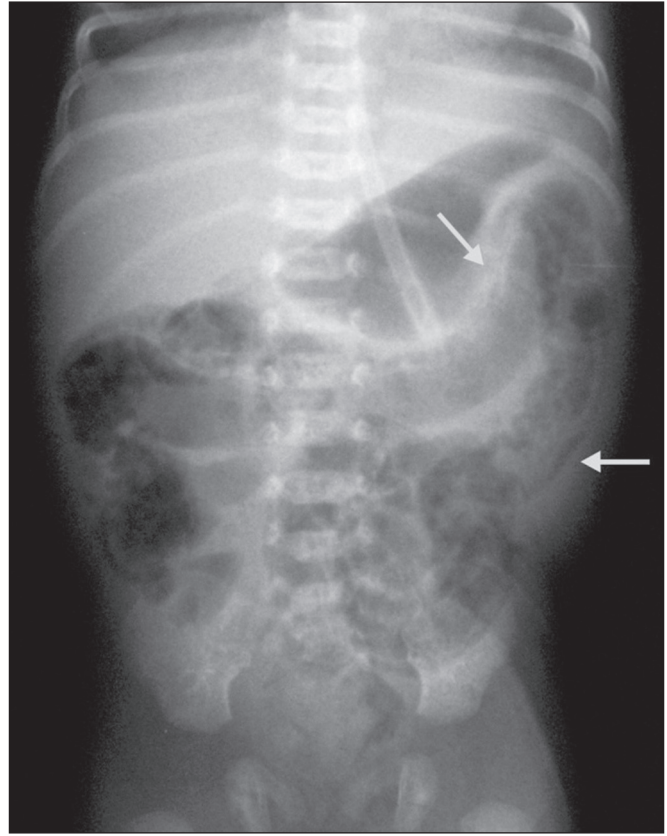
Radiografia simples de abdome em decúbito dorsal com raios verticais demonstrando pneumatose no intestino grosso (setas). O RN evoluiu com formação de pontos de estenose no cólon, necessitando de correção cirúrgica aos 38 dias de vida.
